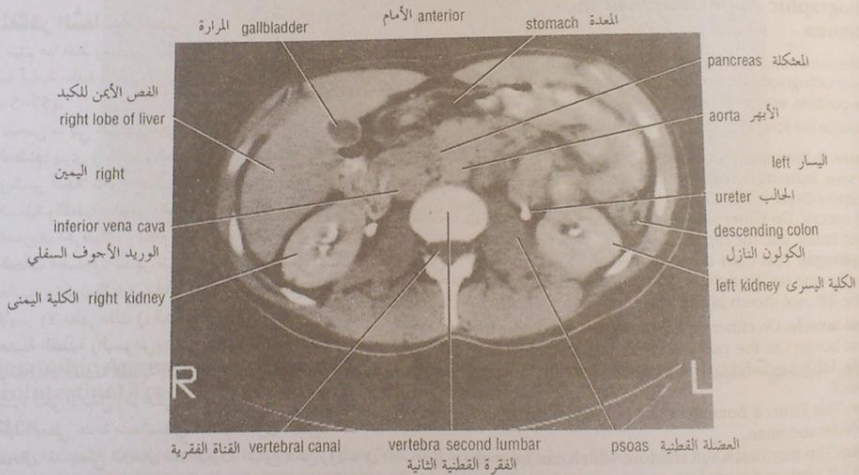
CT scan of the abdomen at the level of the second lumbar vertebra after intravenous pyelography. The radiopaque material can be seen in the renal pelvis and the ureters. The section is viewed from below.
